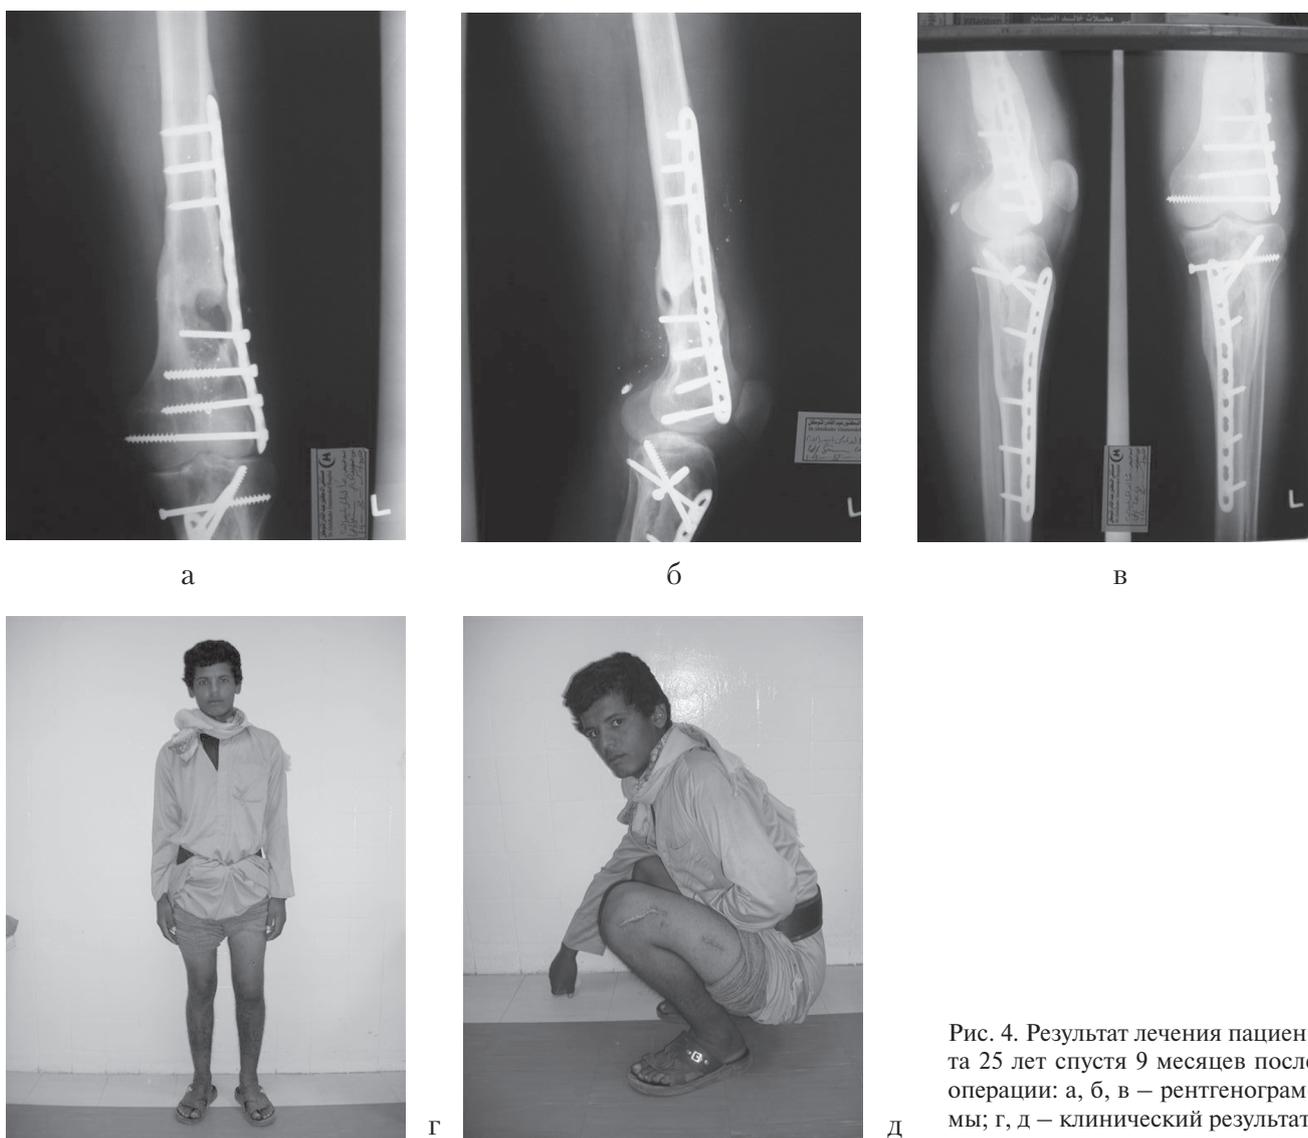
Результат лечения пациента 25 лет спустя 9 месяцев после операции: а, б – рентгенограммы; г, д – клинический результат.
